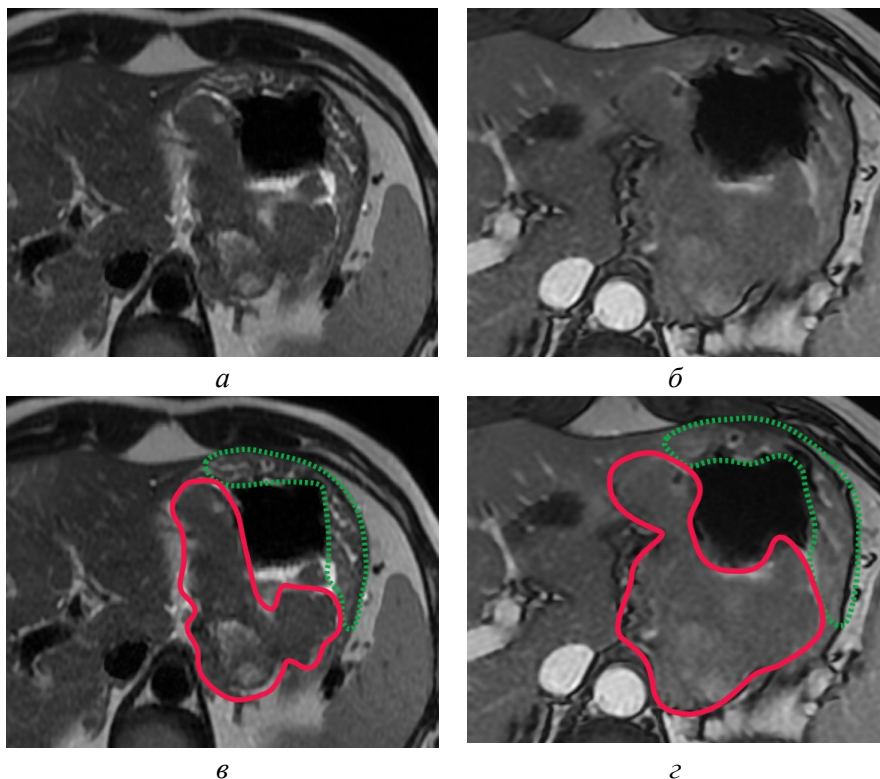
МРТ желудка. Опухоль верхней трети тела желудка. Наружный контур малой кривизны желудка неровный, бугристый (красная линия), что свидетельствует об инвазии малого сальника. По большой кривизне контур желудка не изменен: а – аксиальная плоскость, T2 ВИ, б – аксиальная плоскость, T1-FIESTA, в – аксиальная плоскость, T2 ВИ, аннотированное изображение, г – аксиальная плоскость, T1-FIESTA, аннотированное изображение [оригинальный рисунок].
